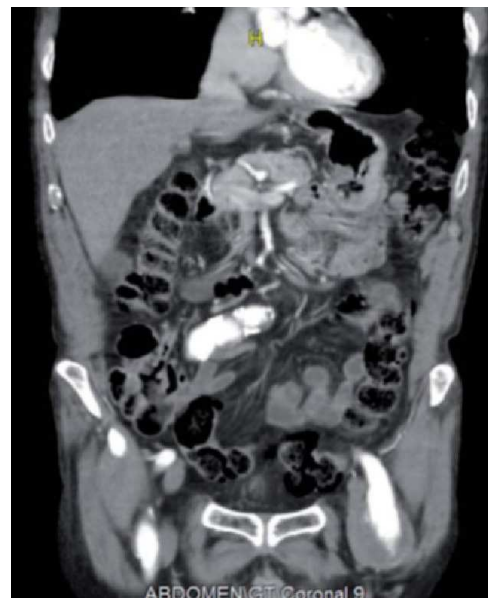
Tomografía abdominopélvica. Corte coronal. Aneurisma arteria femoral izquierda.
